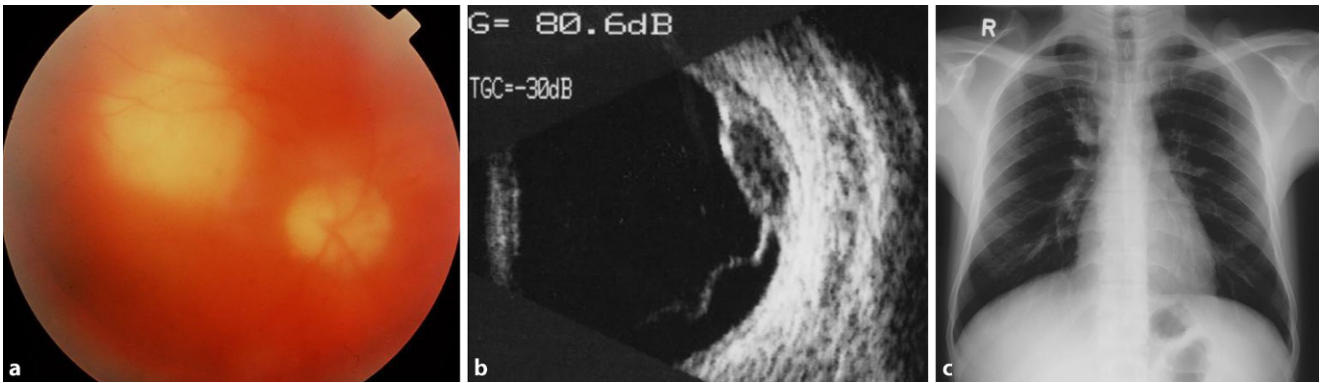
▲ a Ausgeprägte posteriore Uveitis mit großem, solitärem chorioretinitischem Herd, m, 34 Jahre, gesund. b Ultraschallbild: Der Befund zeigt einen von der Sklera gut abgrenzbaren choroidalen Prozess mit den für die Tuberkulose typischen Septierungen sowie eine seröse Abhebung der Netzhaut 10 Tage nach der Erstpräsentation. *Mycobacterium-tuberculosis*-Nachweis (PCR) aus dem Gaskörper negativ, aus der Aderhautbiopsie positiv. c Thoraxröntgenaufnahme: altersentsprechender Normalbefund
